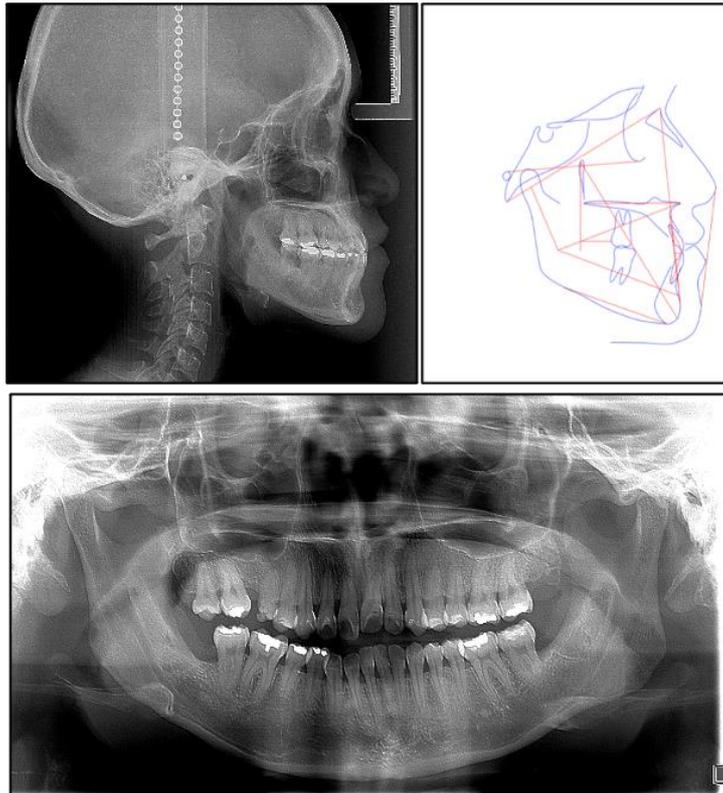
Radiografías pretratamiento: Lateral de cráneo y panorámica
